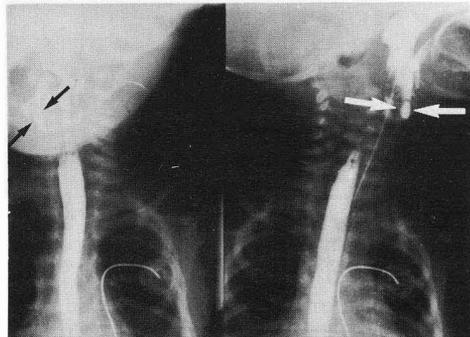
Radiografía anteroposterior y lateral de cuello, realizada tras punción de la masa e introducción de contraste, que muestra la presencia de una masa quística bien definida a nivel laríngeo (flechas).
